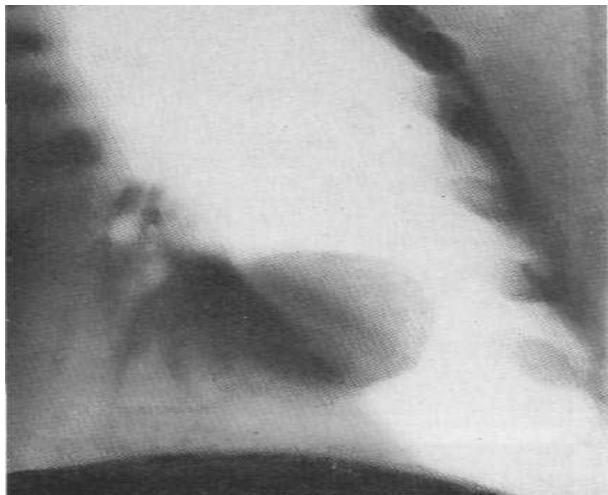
Томограма. Абсцес.
